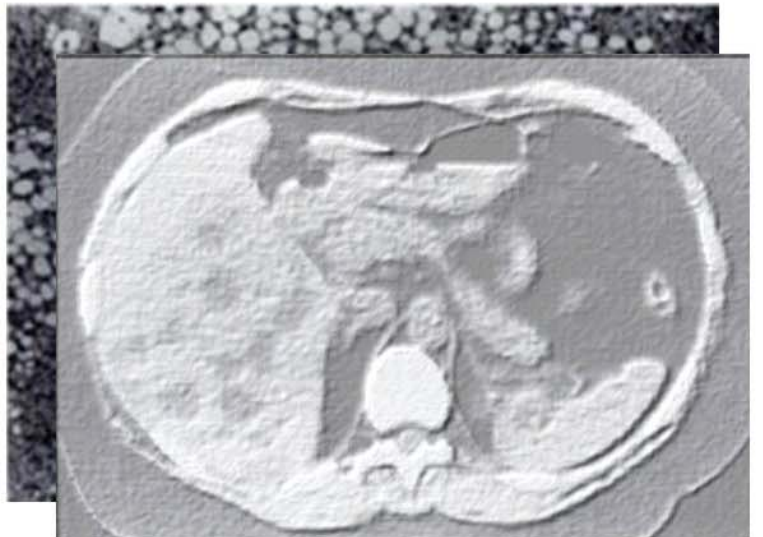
Tomografia dos 2 pacientes que desenvolveram cirrose.
